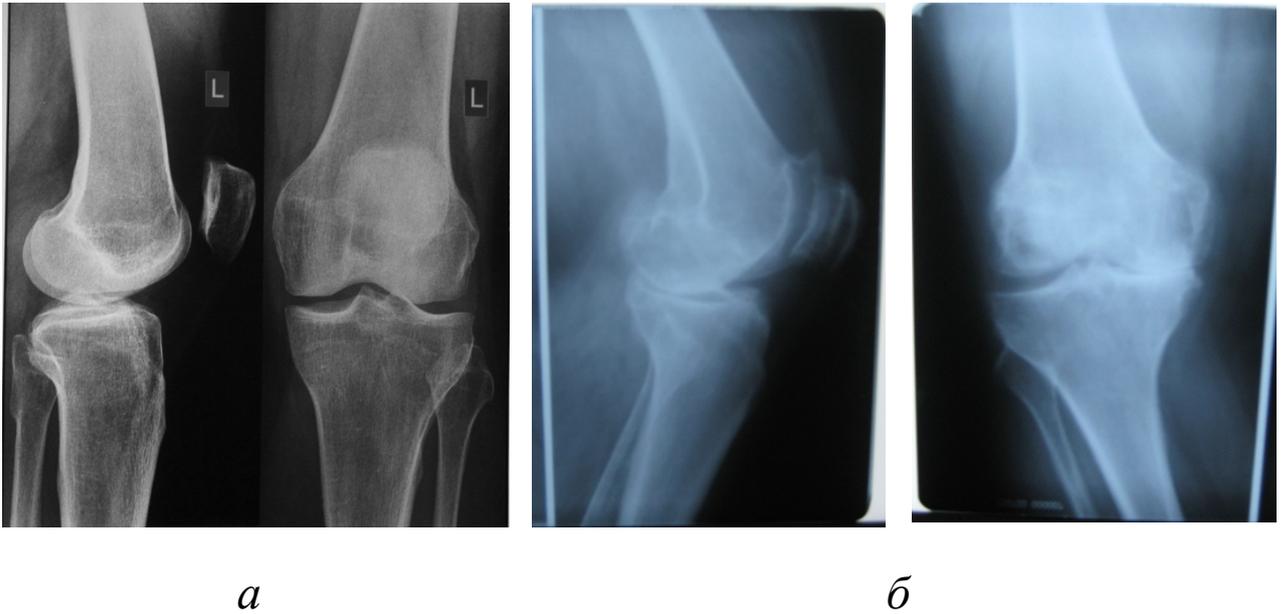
Рентгенограммы левого коленного сустава: *а* — нормальные рентгенограммы левого коленного сустава, *б* — рентгенограммы больной Т.
